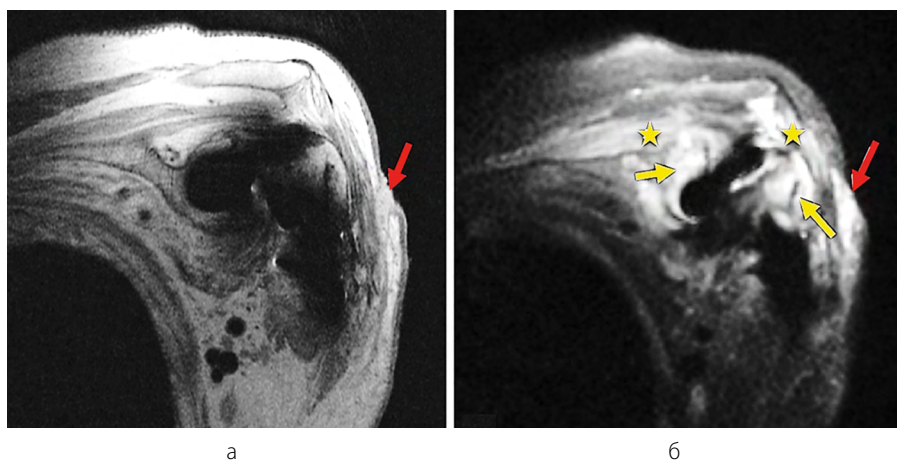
МР-томограммы плечевого сустава у пациента после тотальной артропластики, косокорональные плоскости: а – PD ВИ, без MAVRIC; б – MAVRIC IR. Рисунок из статьи [16]
